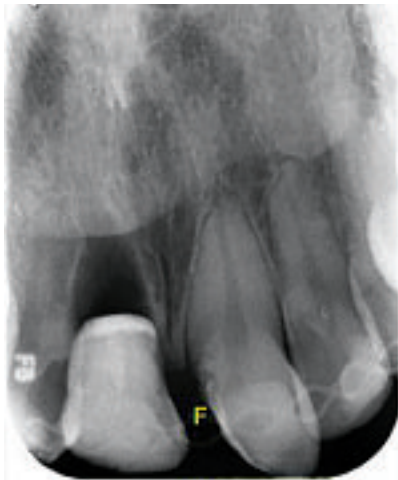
Röntgenbild zur Darstellung der Immediate-Pontic-Technik mit angepasstem Kronensegment 11
